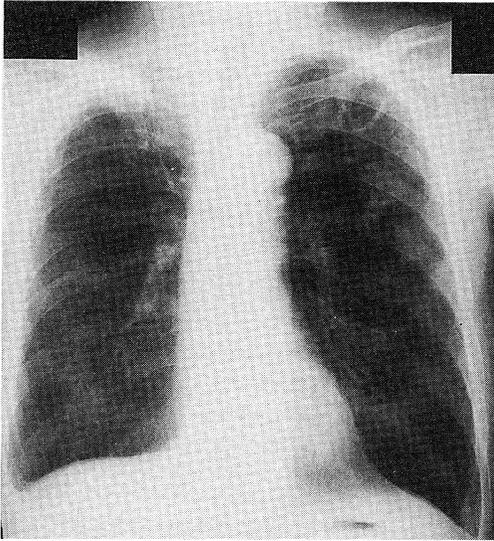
The Chest X-ray on Admission (Nov 16, 1995) Showed Infiltrative Shadows with the Cavity in the Bilateral Apical Lung Fields
